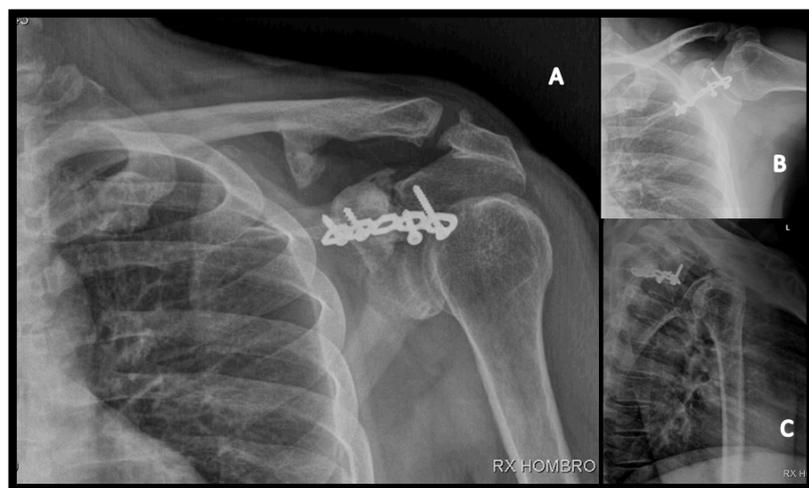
Radiografías de control a los 12 meses postquirúrgicos, muestran signos de consolidación ósea, y congruencia articular acromioclavicular. Proyección anteroposterior de hombro (A), Lateral (B), Transtorácica (C).
